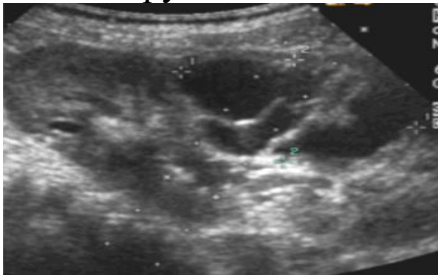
УЗИ в В-режиме. Мультилокулярная киста почки.
